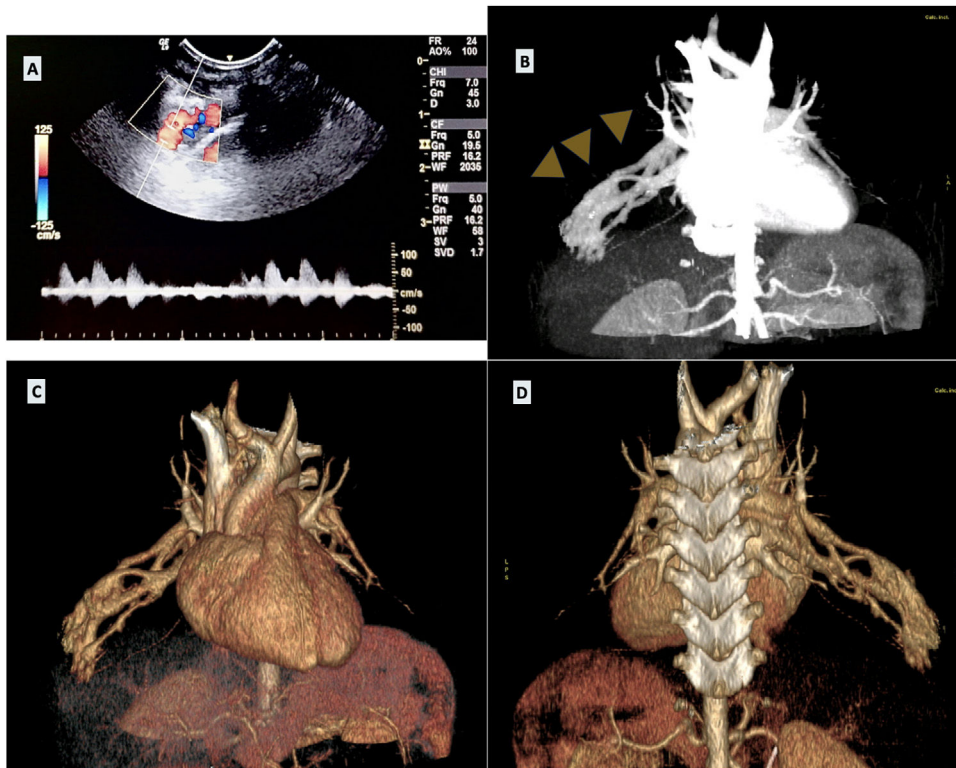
Malformación arteriovenosa (MAV) pulmonar compleja en el lóbulo medio en un niño de 18 meses. (A) Ecografía torácica a pie de cama con señal Doppler aumentada a lo largo de la pared torácica derecha en la localización en la que se percibía el soplo durante la auscultación. (B) Angio-TC mostrando la MAV pulmonar (puntas de flecha). (C y D) Reconstrucción 3D de TC permitiendo la visualización de los aspectos anterior y posterior de una malformación arteriovenosa enrevesada, ilustrando su complejidad.
